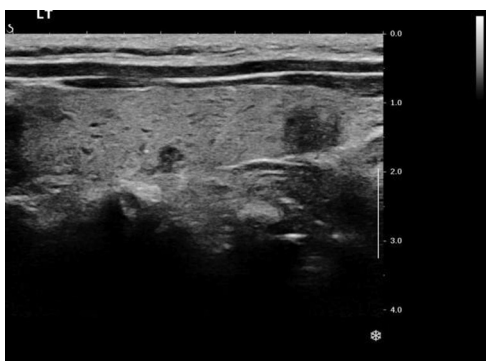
转移组二维超声图像,甲状腺左叶可见多发实性结节,均边界不清,形态不规则,下极者侵犯被膜
